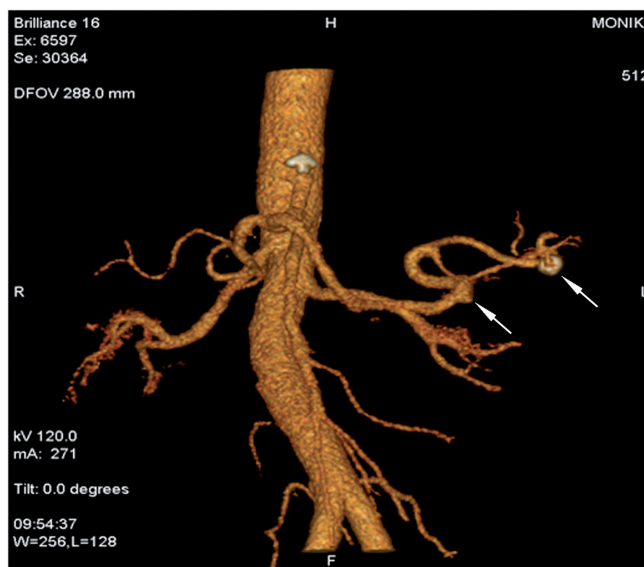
МСКТ грудной клетки и верхнего этажа брюшной полости с внутривенным болюсным контрастированием больной Г., 57 лет (обследована по поводу генерализованной формы саркоидоза). Мультипланарная реконструкция: селезеночные артерия и вена расширены, извиты; в воротах селезенки определяется овоидной формы скорлупообразно обызвествленное образование размерами 30×20 мм, контрастирующееся одновременно с селезеночной артерией – аневризма селезеночной артерии (стрелка)
